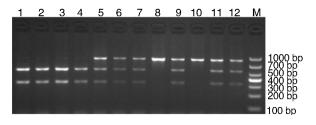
酶切产物电泳图 M 为 DNA 标准分子量;1、2、3、4 为 TT 基因型;5、6、7、9、11、12 为 CT 基因型;8、10 为 CC 基因型。
